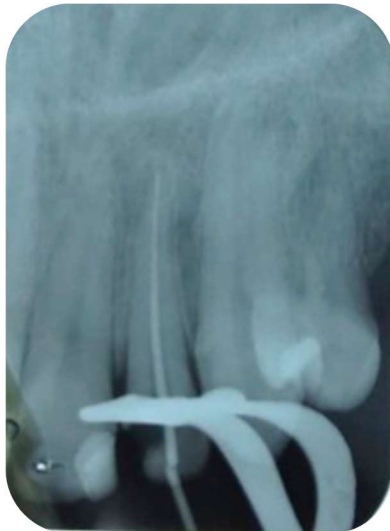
Radiografia de prova do cone do dente incisivo lateral superior esquerdo (22).
